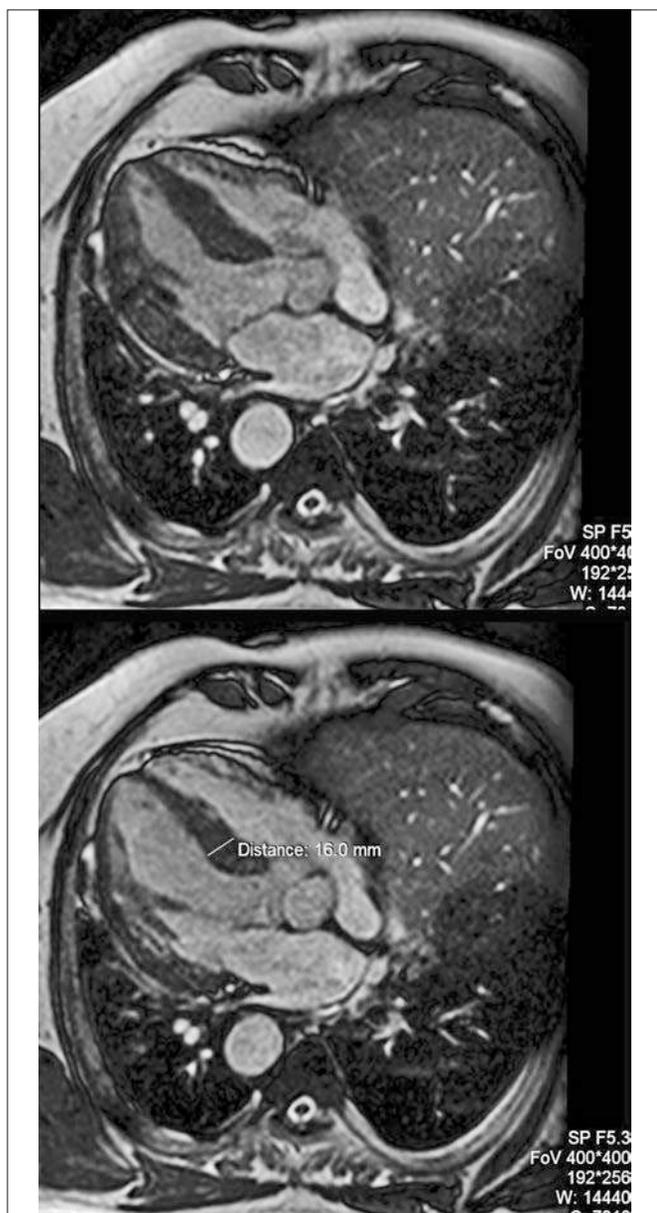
МРТ-изображения полостей сердца с признаками декстрокардии (зеркальное отражение полостей сердца и магистральных сосудов при их правостороннем расположении): а) в систолу; б) в диастолу, МЖП – 16 мм
